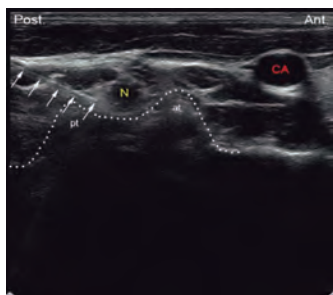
Imagen transversal de ultrasonidos en el eje corto que muestran el tubérculo anterior (a) y el tubérculo posterior (pt) de la apófisis transversa C5, con el signo del “camello de dos jorobas”. N raíz del nervio, CA arteria carótida. Las flechas sólidas apuntan a la aguja en su lugar en la parte posterior del agujero intervertebral.
